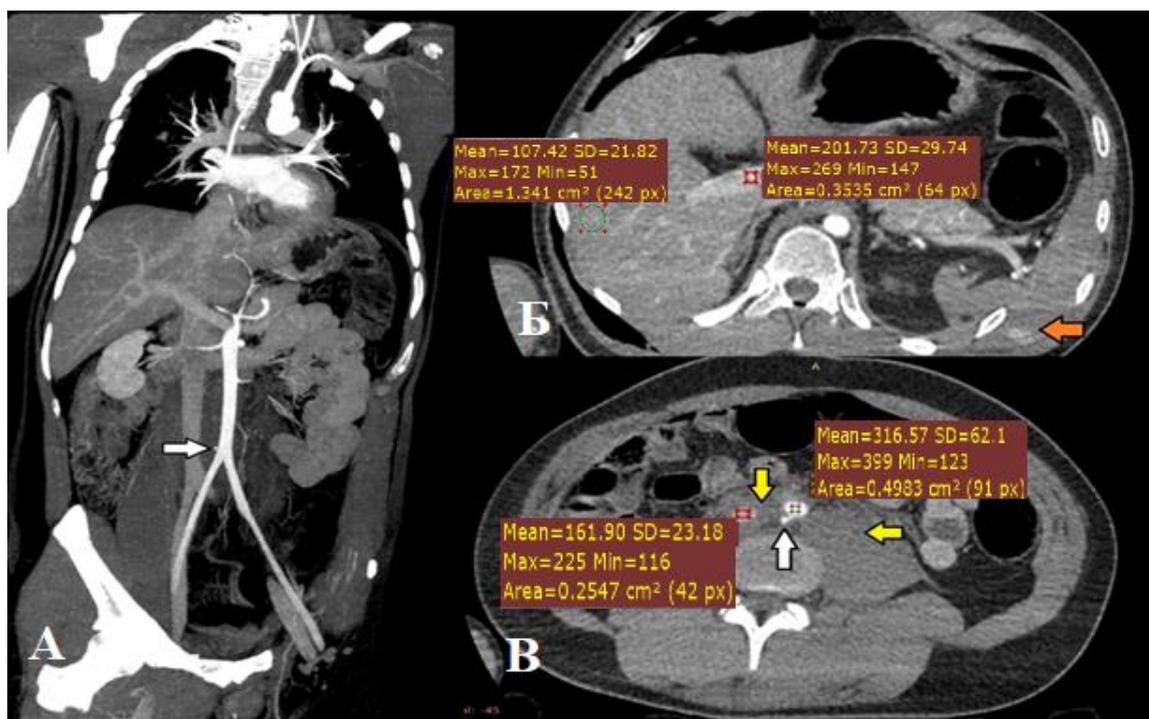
Тот же пациент, что и на рисунке 1. МСКТ «все тело» с применением методики split-bolus всего тела по схеме 80/70 мл. (А) — фронтальная реконструкция, (Б и В) аксиальные срезы. Определяется разрыв селезенки (Б, оранжевая стрелка), участок разрыва задней стенки брюшного отдела аорты с экстравазацией контрастного вещества (А, В, белые стрелки), и формированием забрюшинной гематомы (В, желтые стрелки). Плотность контрастного вещества в брюшном отделе аорты 316 HU, в воротной вене 201 HU, в нижней полой вене 161 HU. Плотность контрастируемой паренхимы печени 107 HU
